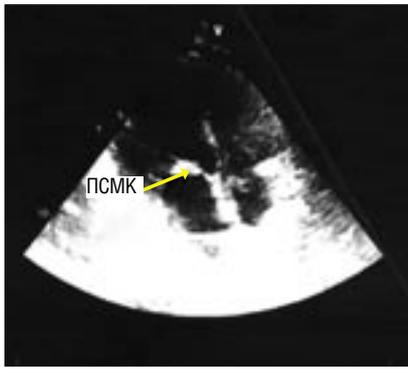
Эхокардиография. Выявлен фиброз и утолщение створки митрального клапана после пластики
